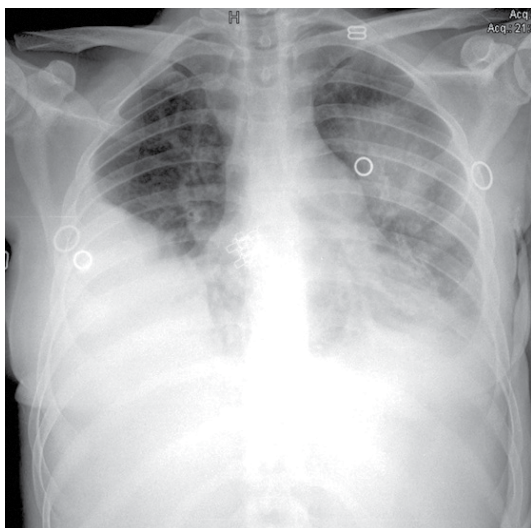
Radiografia de tórax mostrando derrame pleural à direita e infiltrado pneumônico em terço médio e em lobo inferior de hemitórax esquerdo.
